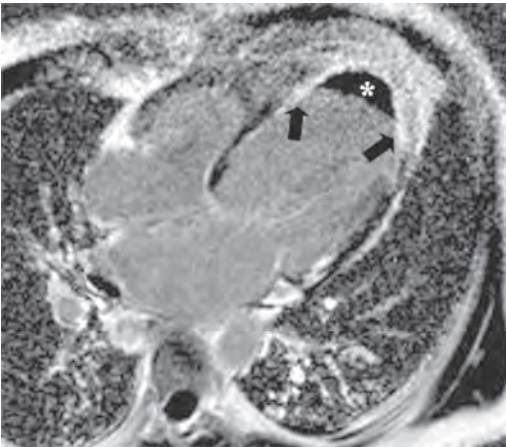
Магнитно-резонансная томография при инфаркте миокарда [методика отсроченного контрастирования гадолинием: нормальный миокард имеет низкую интенсивность сигнала, в верхушечной и переднеперегородочной области видна яркая область трансмурального контрастирования миокарда (указана стрелками), соответствующая области инфаркта; имеется верхушечный пристеночный тромб (обозначен звездочкой)].
